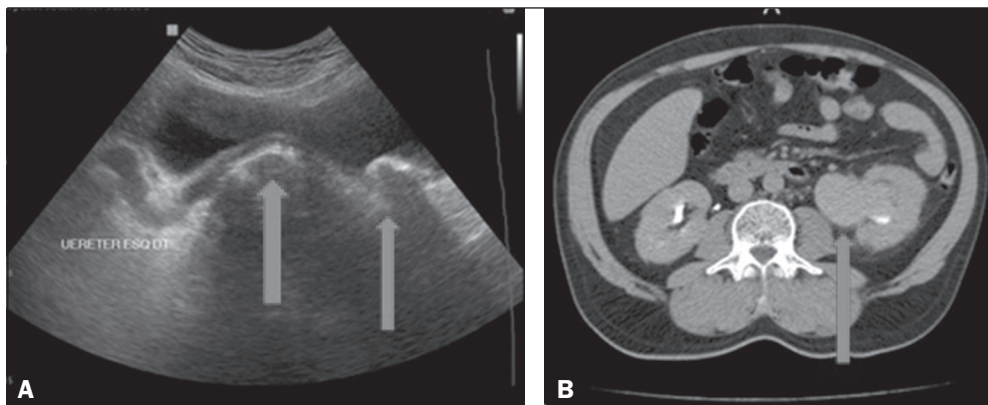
A: US mostrando cálculo no interior da bexiga e outro na JUV com dilatação da via excretora renal a montante (setas). B: TC axial com retardo de enchimento da pelve renal esquerda (seta).
